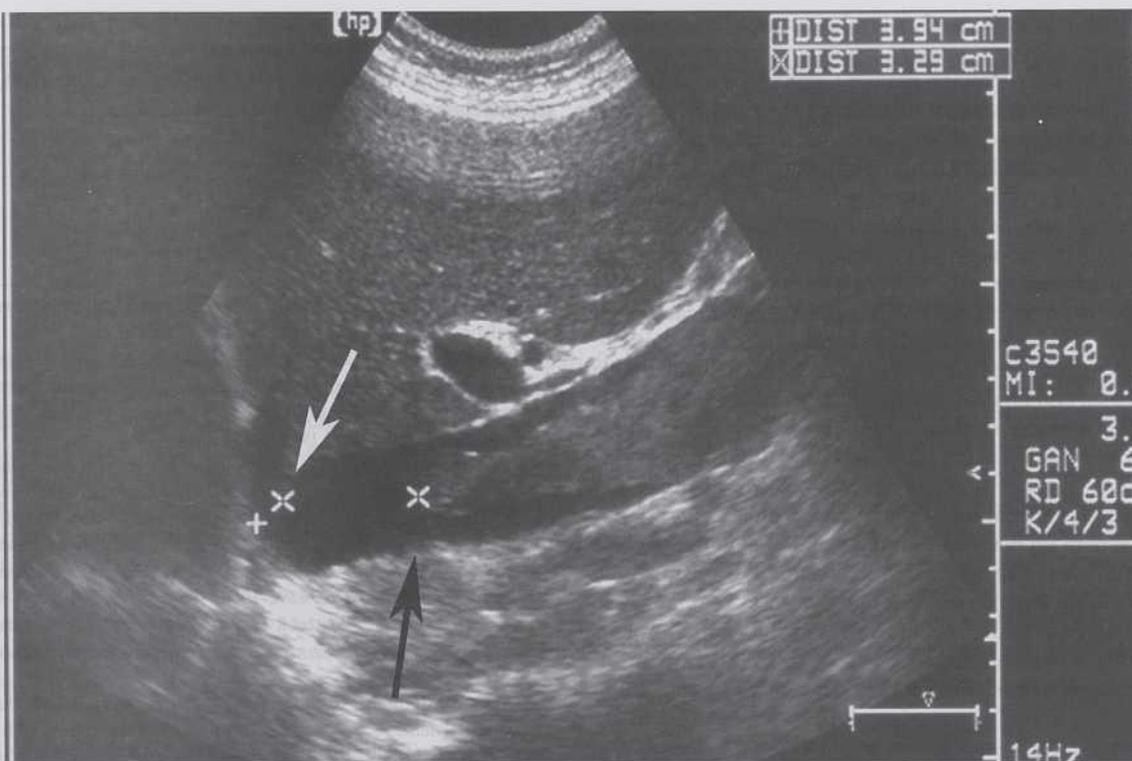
Ecografía abdominal: dilatación de la vena cava inferior con trombo tumoral en su interior (flecha negra), en situación distal al origen de las venas suprahepáticas (flecha blanca).
